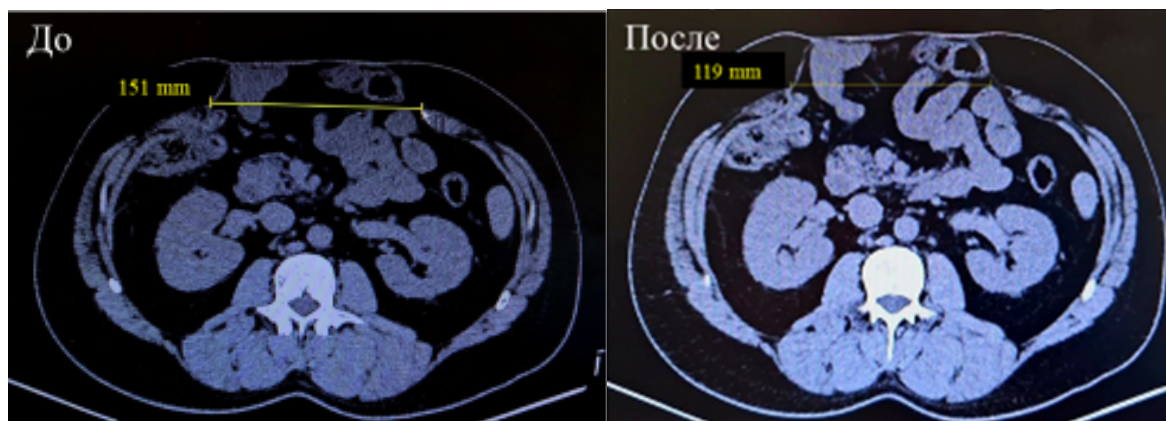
Томограмма передней брюшной стенки до и через 4 недели после введения БТА, аксиальная проекция (объяснение в тексте)
